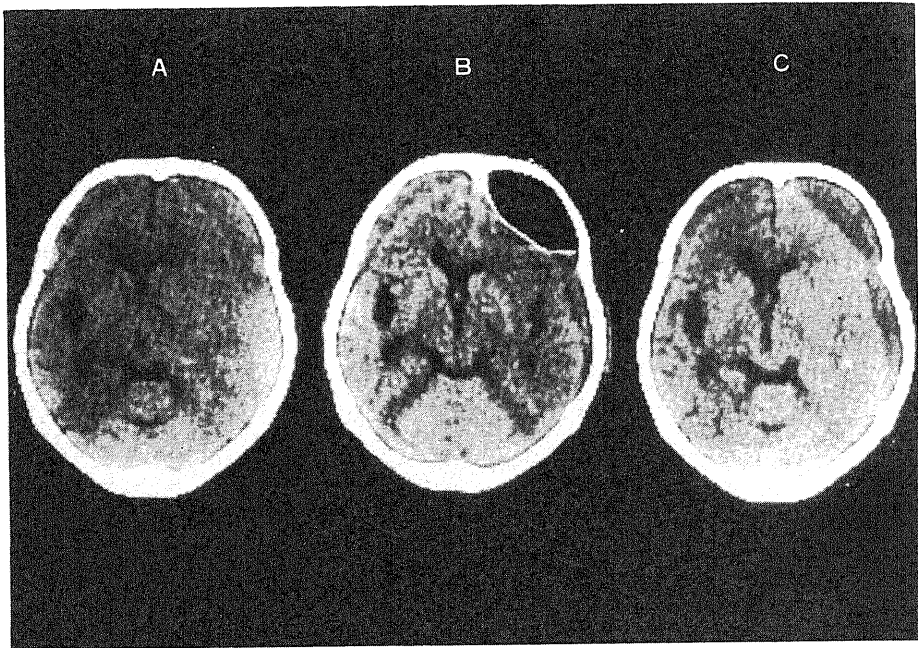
CT images of the case complicated with tension pneumocephalus after surgery (case #16). A, before the first surgery; B, 3 days after the first surgery; C, 5 weeks after the first surgery.
